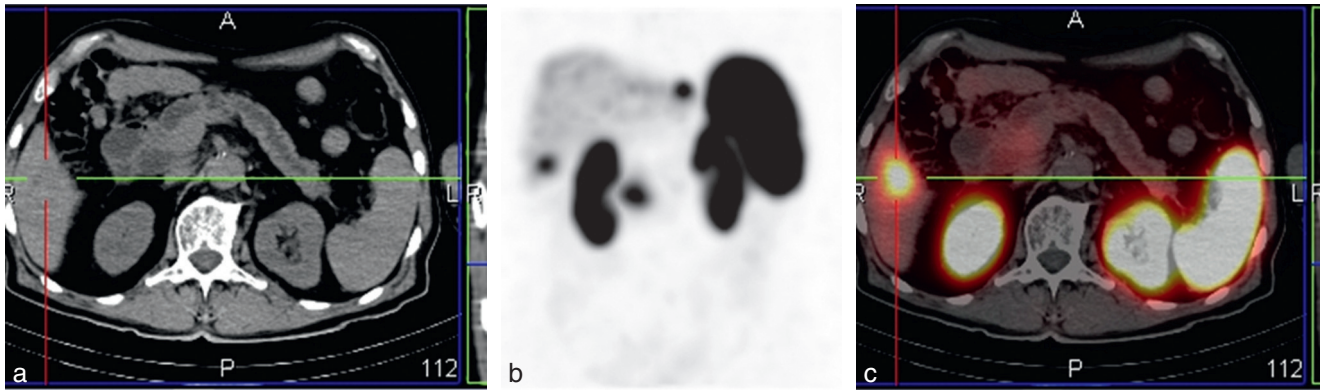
Scintigraphie à l'OctreoScan® (analogue retard de la somatostatine marqué par l'indium). Visualisation d'une tumeur neuro-endocrine de la tête du pancréas et deux foyers métastatiques hépatiques. a. TDM. b. Scintigraphie. c. couplage TDM-scintigraphie.
